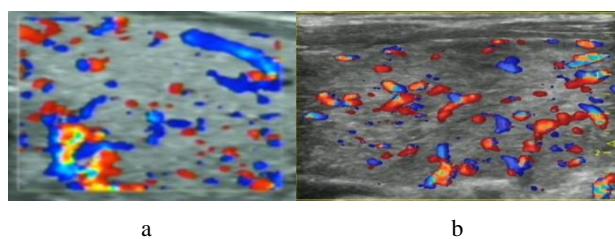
先证者 1 (a) 的超声显示甲状腺弥漫性肿大并血流丰富, 有“火海征”, 先证者 2 (b) 表现类似
